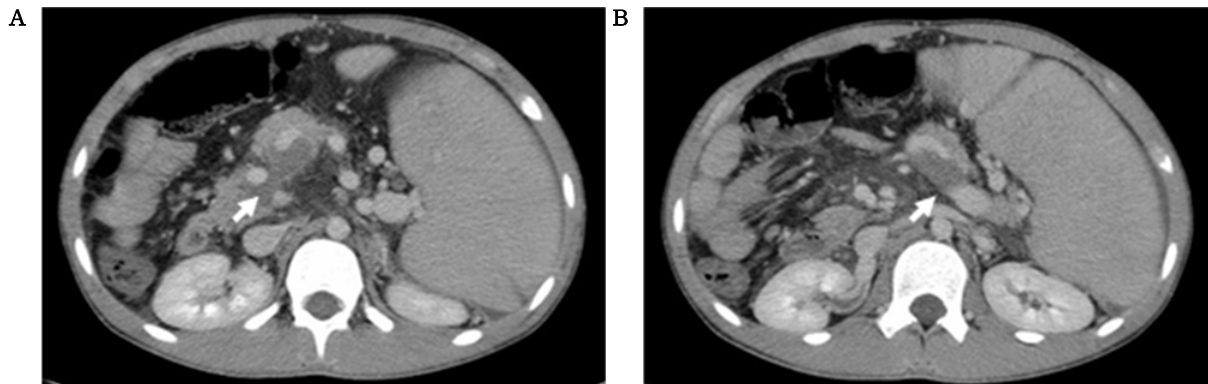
Liver CT scans show partial thrombosis (arrow) in the portal vein (A) and splenic vein (B) with massive splenomegaly. Dilatation of the splenic hilar vessel is evident.
